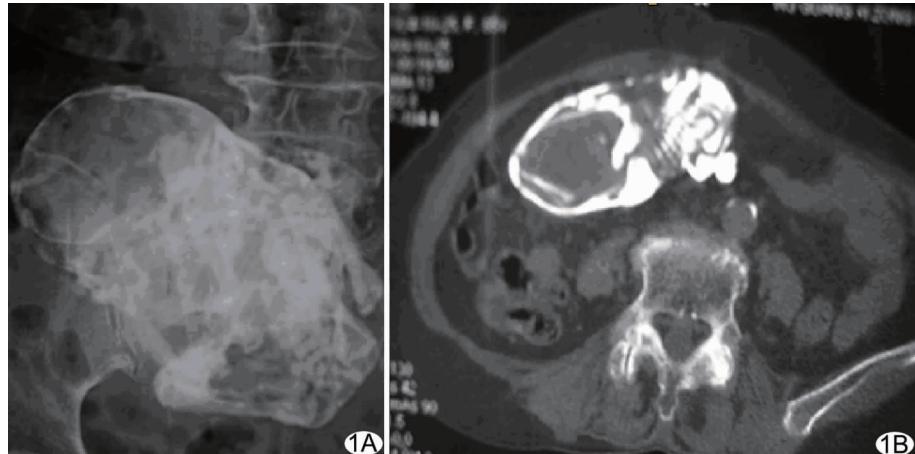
石胎影像学表现 A. X线图像; B. CT图像
